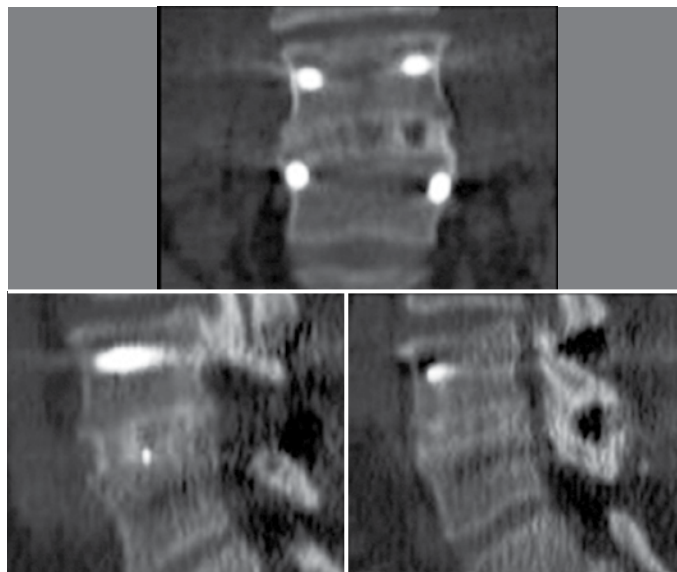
Imágenes de TC 3D con cortes de 1mm. Se observa la presencia del signo Centinela en los cortes coronal y sagital.
